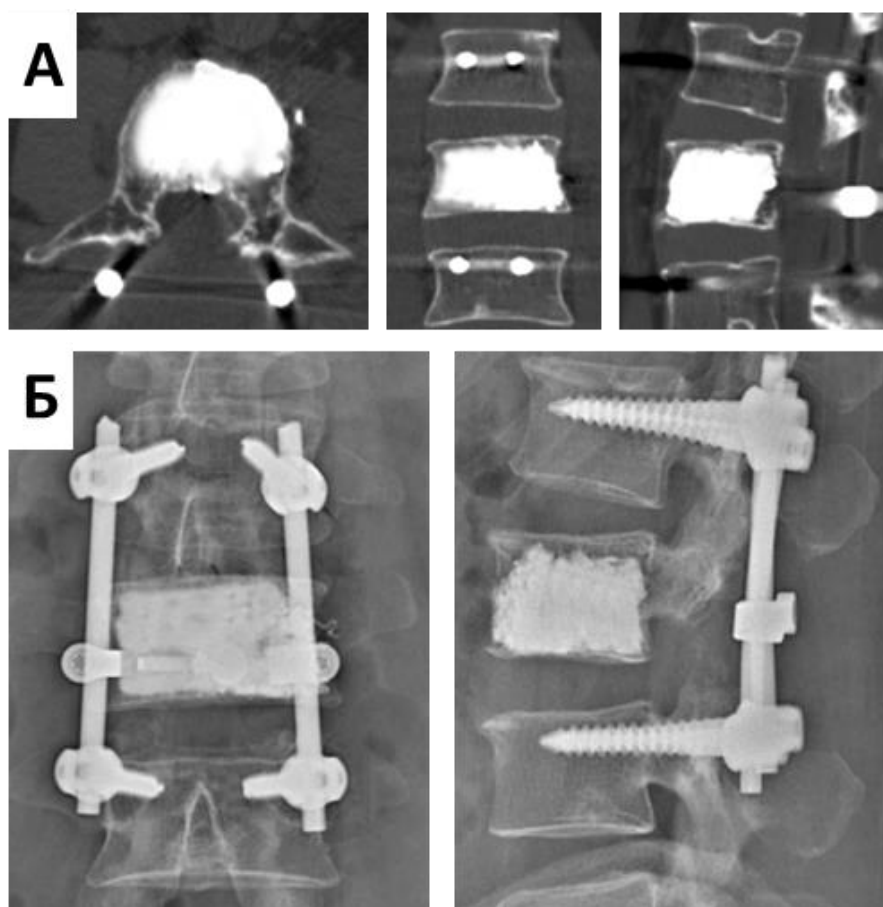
КТ (А) и рентгенограммы (Б) L2 позвонка после операции
